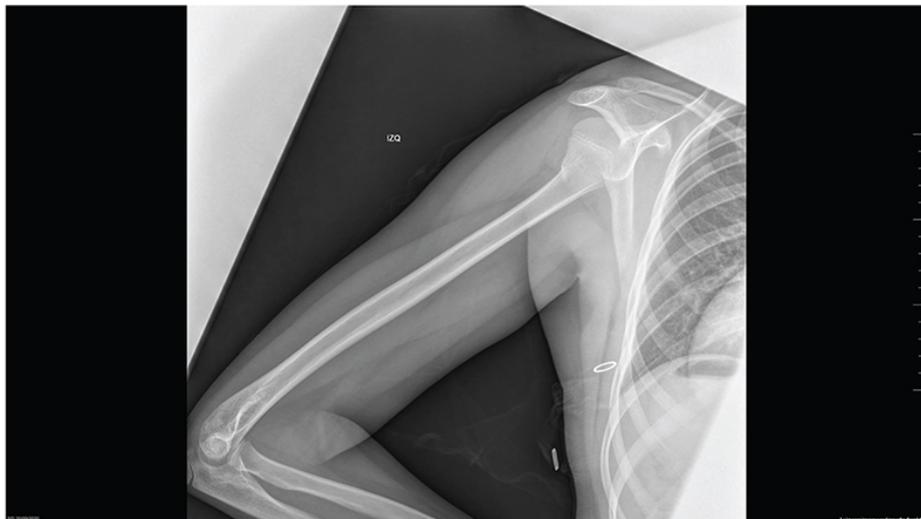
Radiografía lateral de húmero: fractura de húmero proximal.
